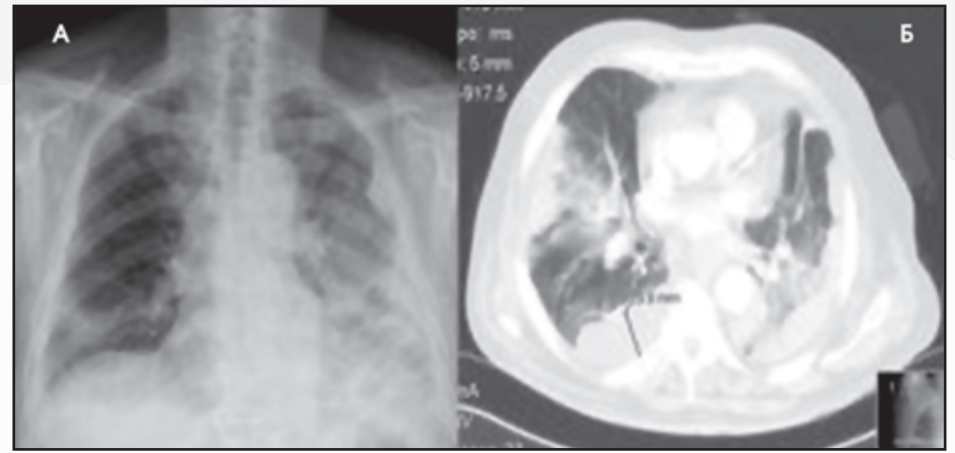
Рентгенограмма (А) и КТ (Б) органов грудной клетки показывают обширные альвеолярные инфильтраты, преимущественно в левом гемитораксе, и несколько организованных плевральных выпотов у пациента с эмпиемой в связи с *Legionella pneumophila*
